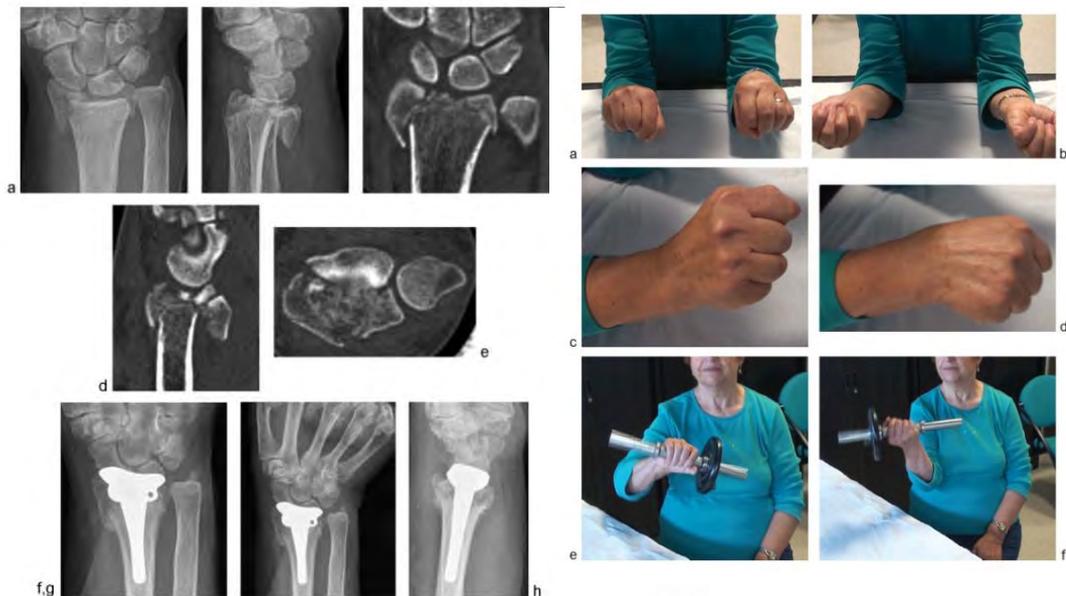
Patiente de 70 ans indépendante traitée par héli-arthroplastie pour sa fracture irréparable très distale et comminutive, résultats radiographiques et cliniques (d'après Herzberg)
